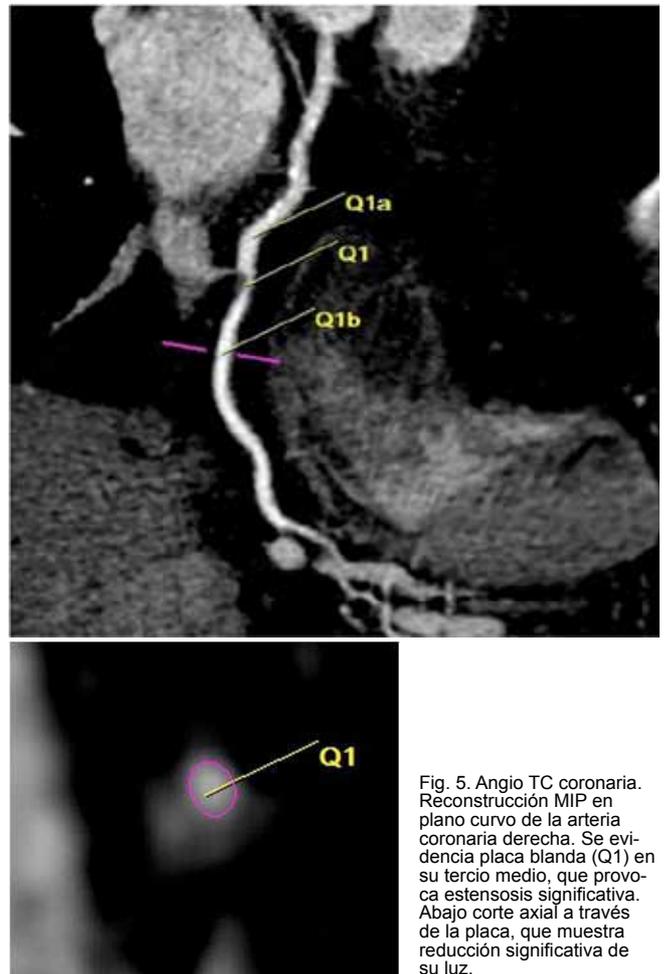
Angio TC coronaria. Reconstrucción MIP en plano curvo de la arteria coronaria derecha. Se evidencia placa blanda (Q1) en su tercio medio, que provoca estenosis significativa. Abajo corte axial a través de la placa, que muestra reducción significativa de su luz.
